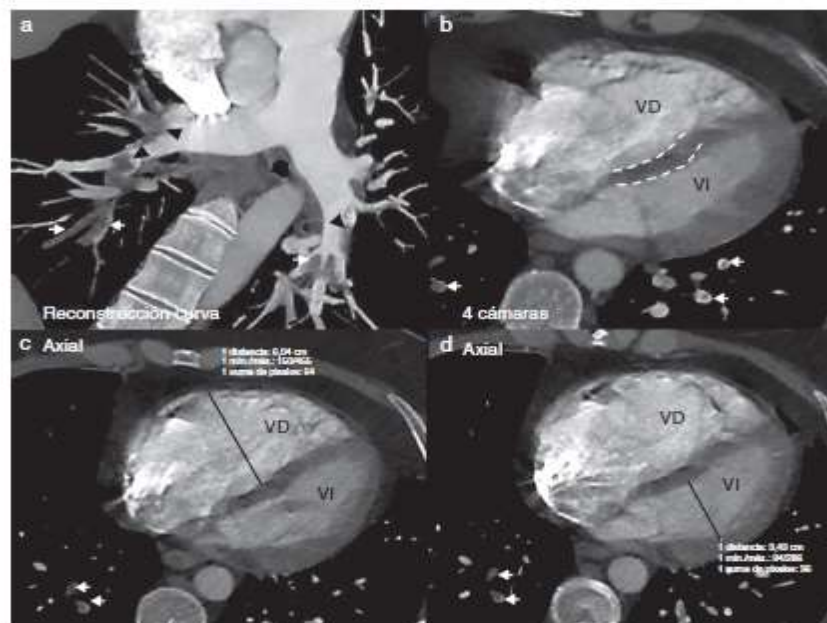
Hallazgos en angio-TC de arterias pulmonares diagnóstica de tromboembolia pulmonar (TEP) aguda con riesgo intermedio-alto de muerte precoz y evolución favorable.
